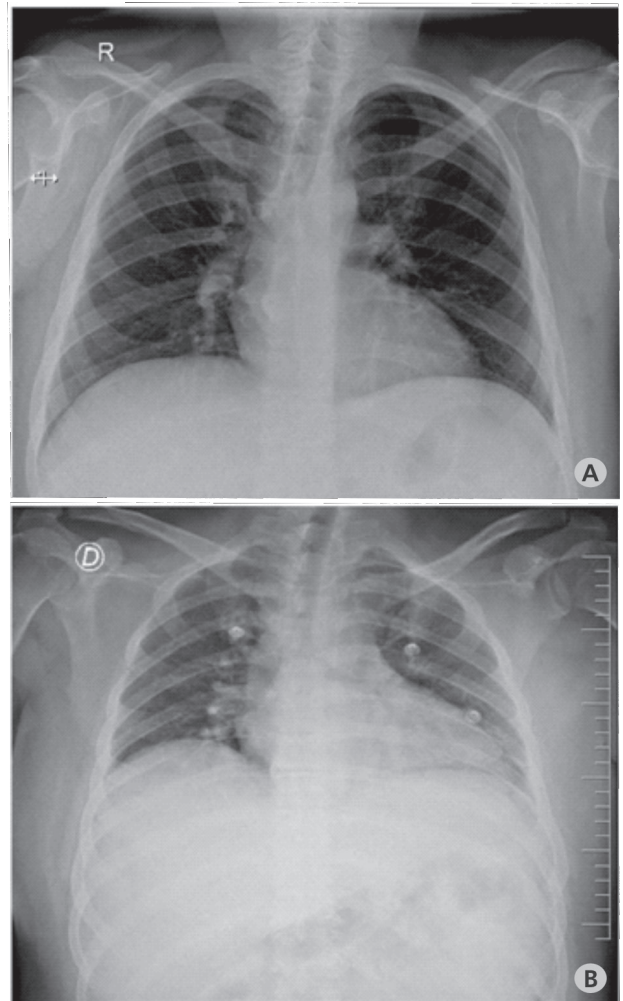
Radiografía de tórax. A. Radiografía de tórax normal 48 horas antes de la descompensación. B. Fase aguda con síntomas de *shock* y una nueva cardiomegalia súbita.
